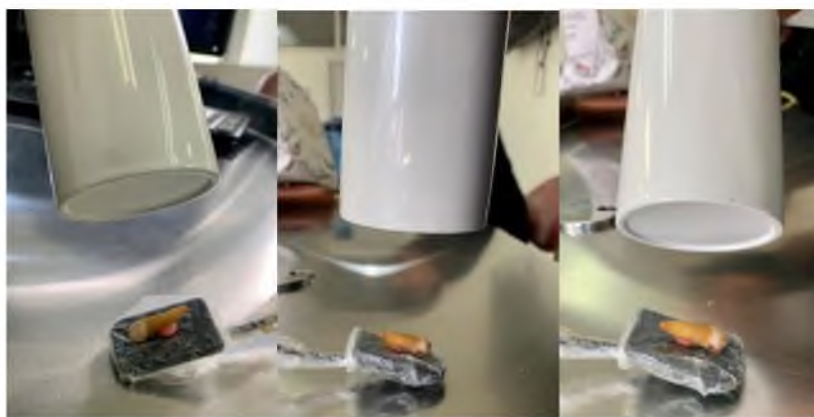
Toma de Rx periapical digital con sus tres angulaciones, mesioradial, ortoradial y distoradial.
